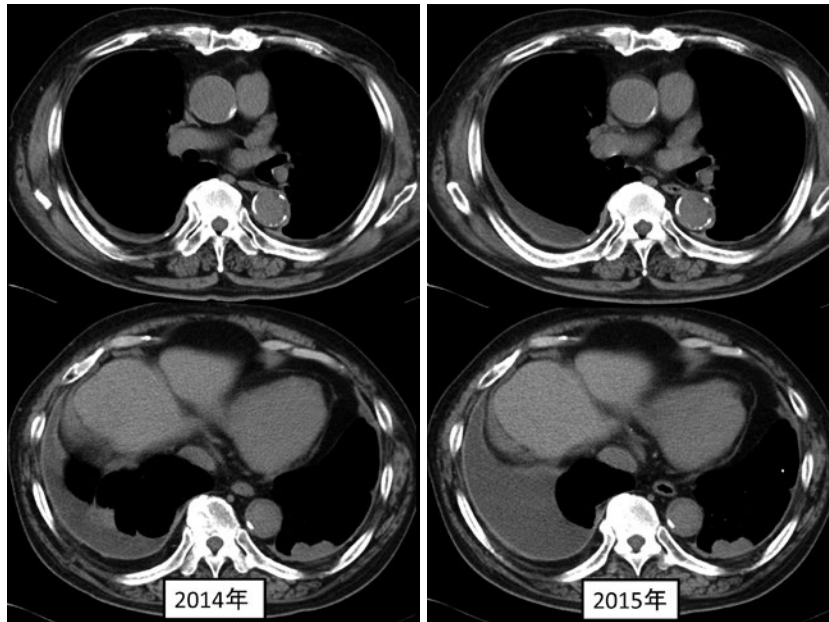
胸部単純CT. 2014年には石灰化を伴う胸膜プラーク, 両側のびまん性胸膜肥厚, 円形無気肺, 右側胸水貯留を認めた. 2015年は基本的に変化がないが, 右側胸水がやや増加していた.
